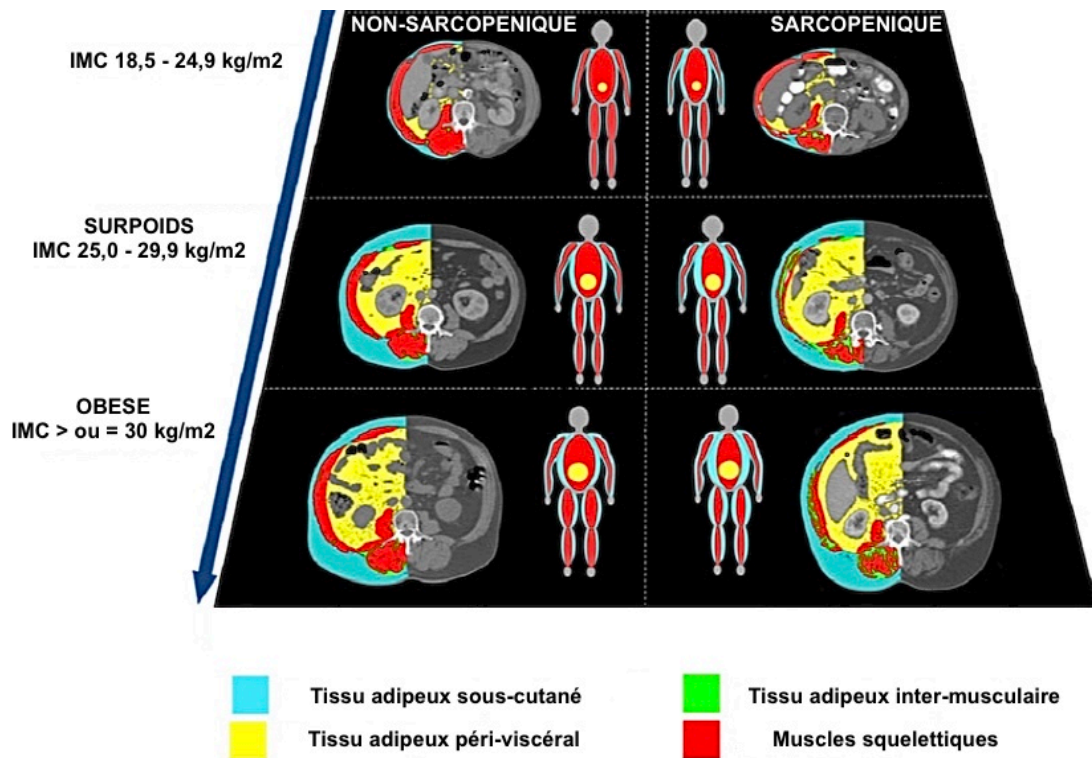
Suivi des compartiments tissulaires évalués par TDM selon le statut sarcopénique et l'IMC (176).
